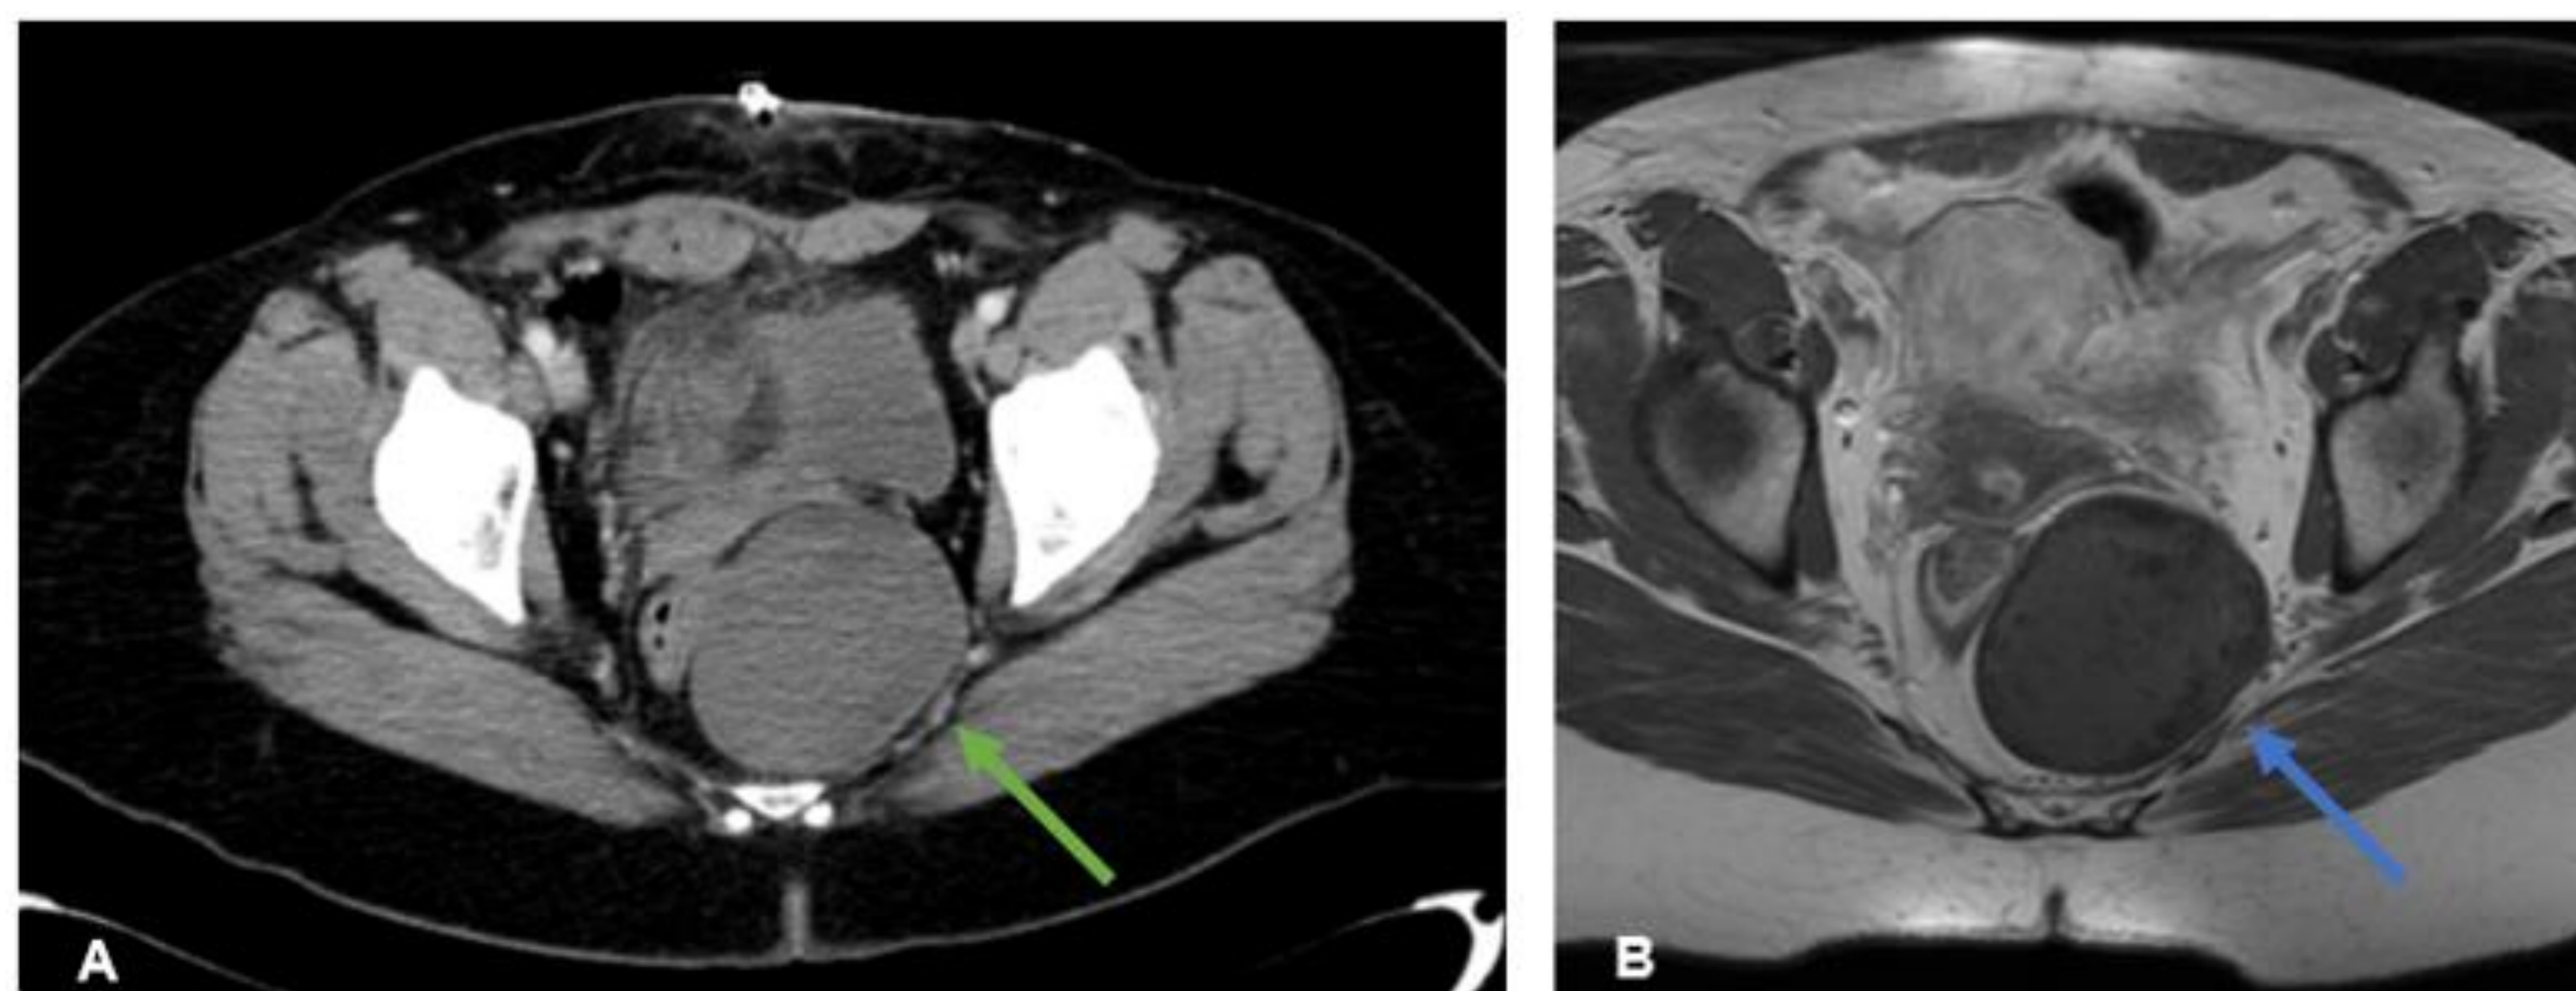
Quiste epidermoide. A) TC con contraste intravenoso que muestra una gran masa en el espacio presacro, de predominio hipodenso (flecha verde). B) RM T1 con contraste intravenoso que muestra la misma masa con baja señal, que no realza (flecha azul)
